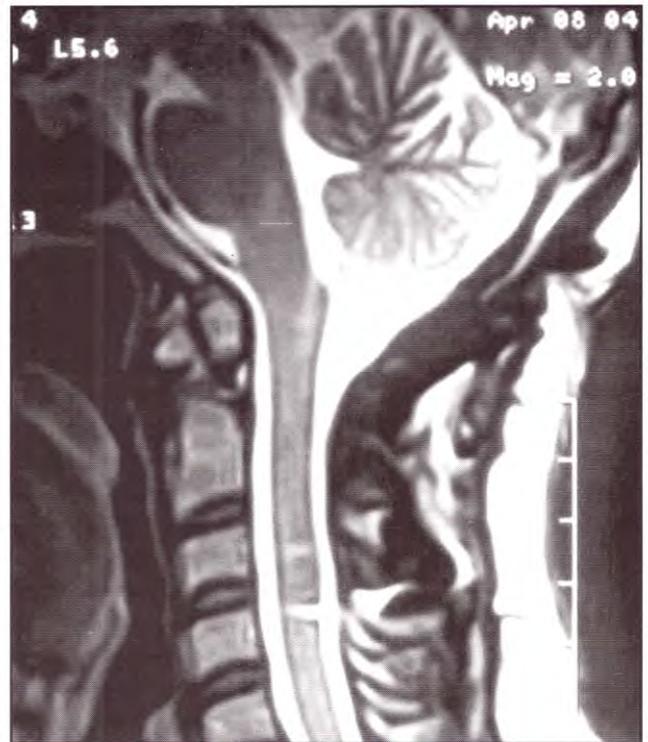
IRM cervical sagital T2 postoperatoria. Ausencia de compresión bulbomedular.
